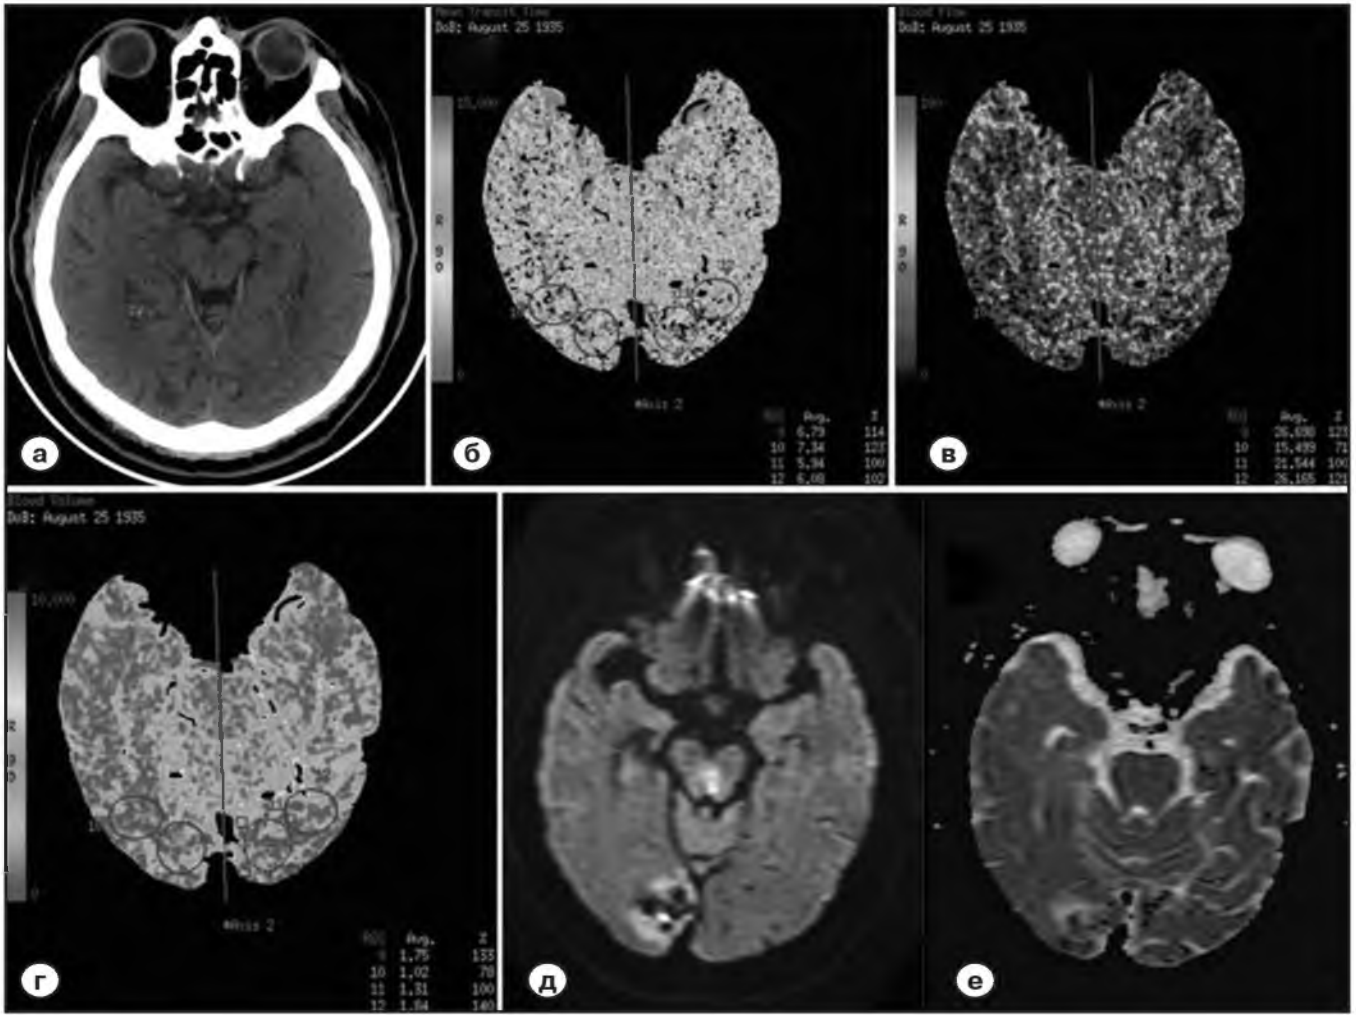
Нейровизуальные симптомы венозного инсульта в правой затылочной доле в результате тромбоза поперечного и сигмовидного дуральных синусов справа: снижение плотности вещества мозга при нативной КТ (а); незначительное удлинение MTT (б); небольшое повышение CBF (в); умеренное увеличение CBV (г); инверсия МР-сигнала в зоне вазогенного отека на DWI (д) и ADC (е).
